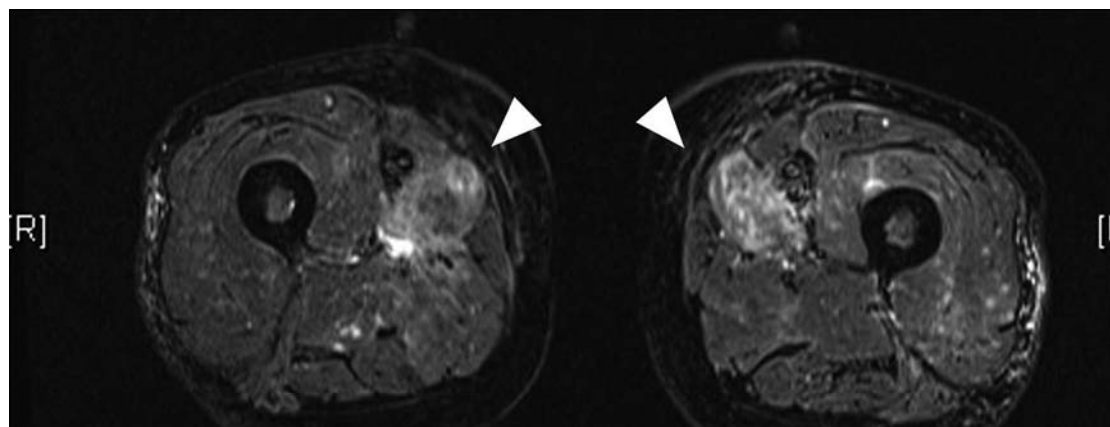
T2 star-weighted magnetic resonance imaging showing a hyperintense signal in bilateral femoral muscles (arrowhead).
